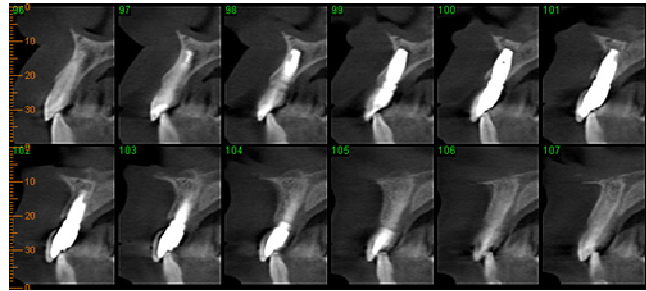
Tomografia 4 meses após a cirurgia
